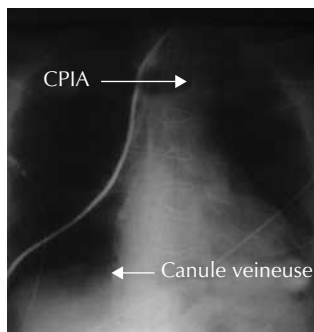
Radiographie de thorax de face permettant de contrôler la position de la canule veineuse après implantation d'une ECMO VA associée à un CPIA.
